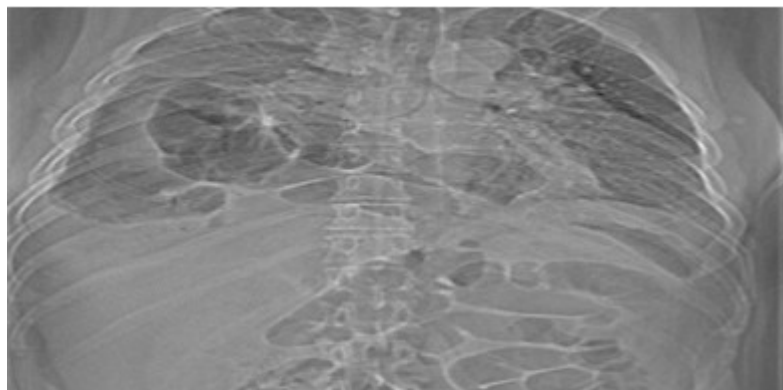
Radiografía de tórax que muestra imágenes aéreas en el hemitórax derecho que comunican con la cavidad abdominal que eran interpretadas como una hernia diafragmática.
